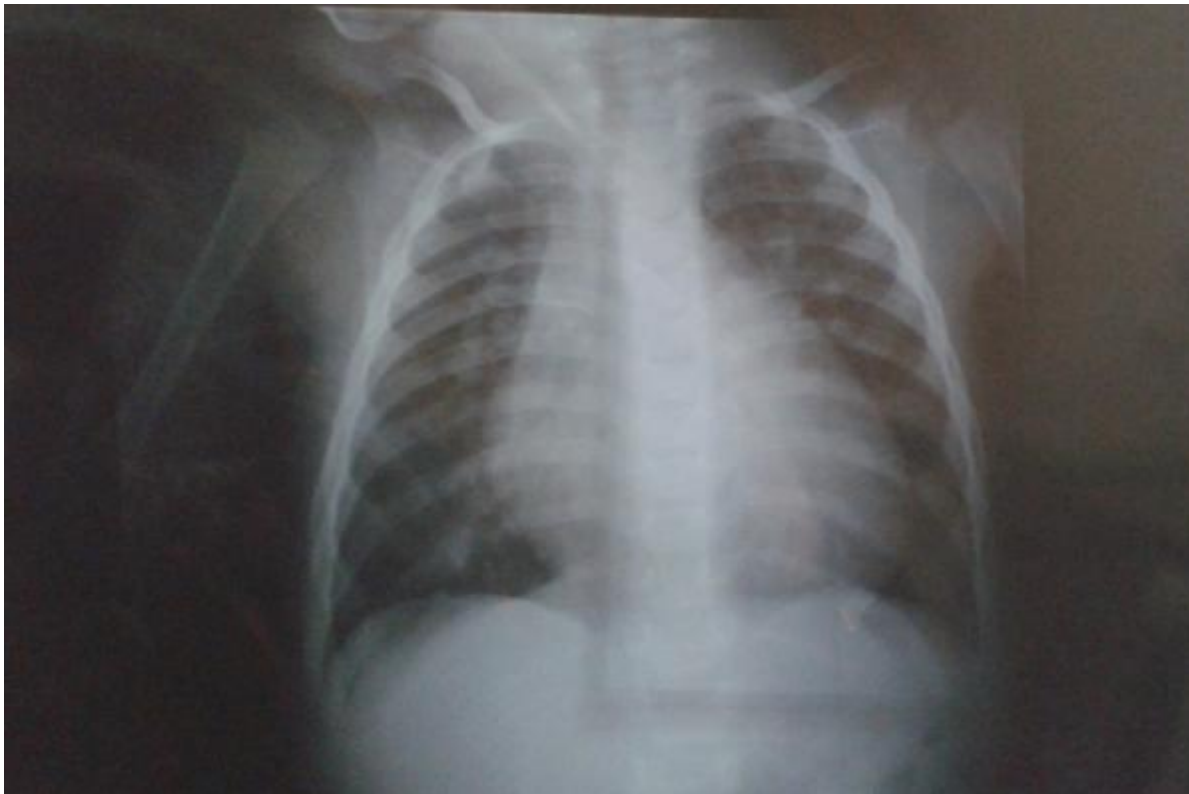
Radiographie thoracique de face d'un malade porteur d'un VU à double entrée : photo prise au service de pédiatrie au CHU HASSAN II FES.
